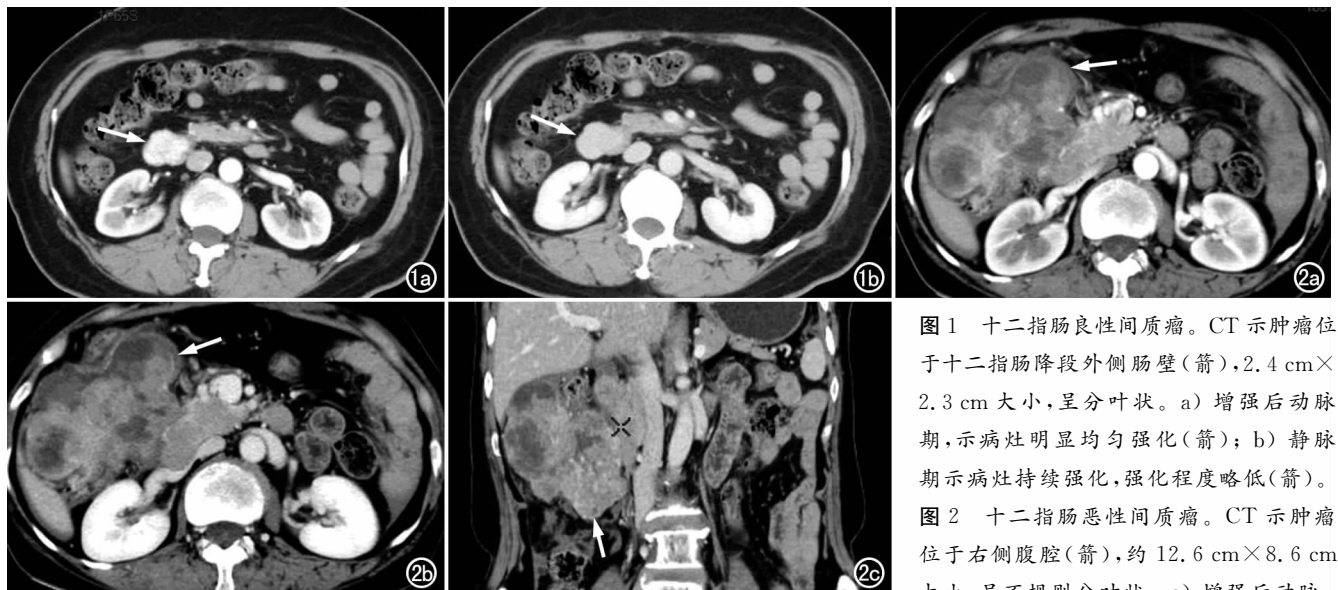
十二指肠良性间质瘤。CT 示肿瘤位于十二指肠降段外侧肠壁(箭),2.4 cm×2.3 cm 大小,呈分叶状。a) 增强后动脉期,示病灶明显均匀强化(箭);b) 静脉期示病灶持续强化,强化程度略低(箭)。
